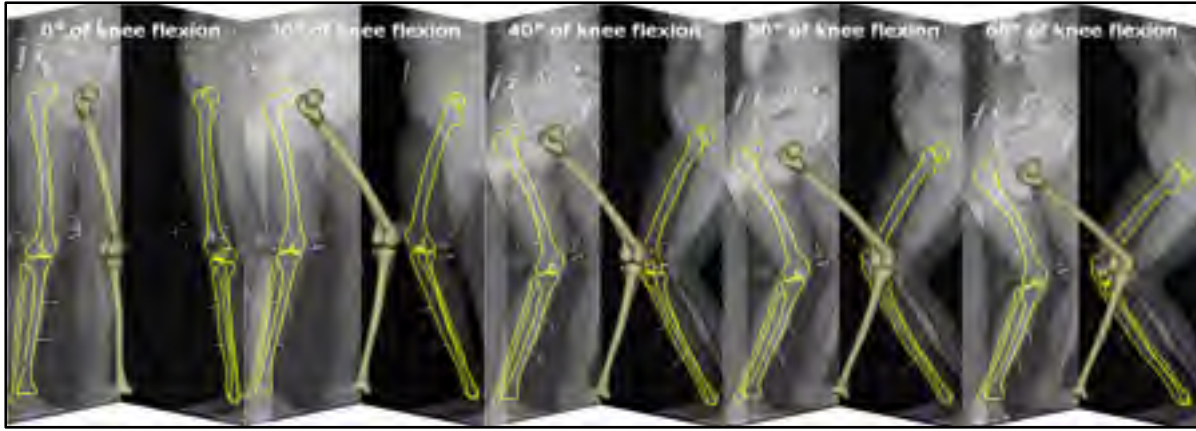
Five biplane radiographs acquired by the EOS[®] system during quasi-static squats: 3D bone models and 2D bone segmentations are shown for 5 angles of flexion
